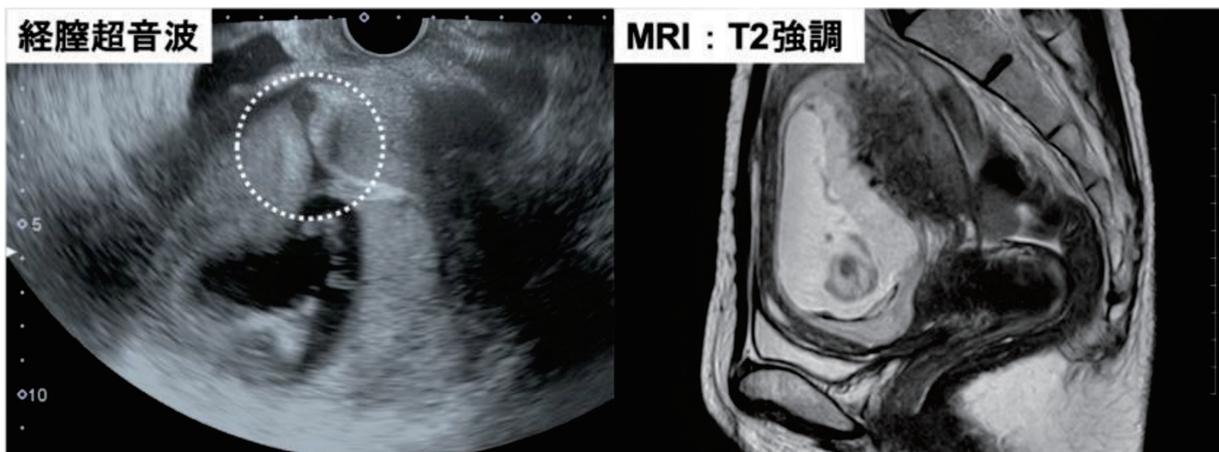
妊娠 12 週での経膈超音波断層像と骨盤 MRI
